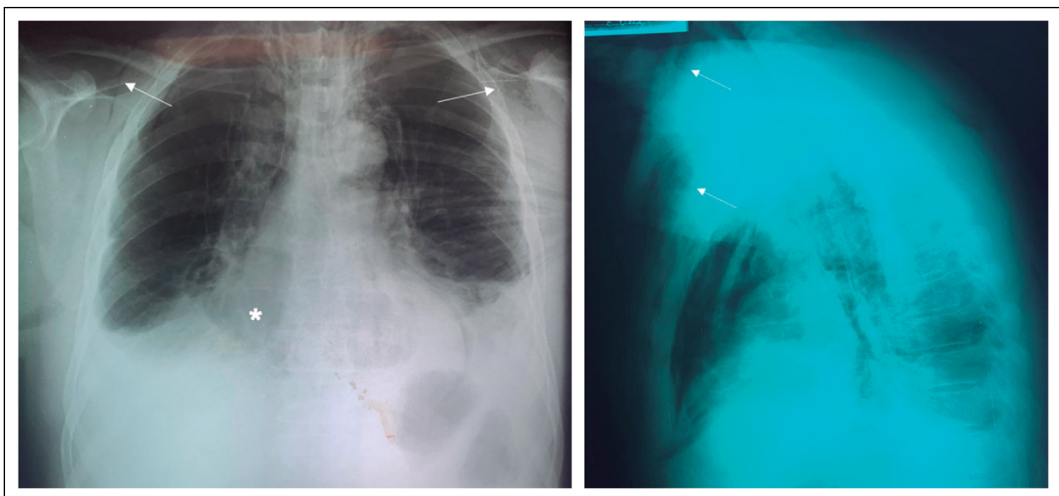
Radiografía de tórax. (A) Vista anteroposterior. (B) Vista lateral (se señala con flecha blanca en la imagen) (*signo de V).
